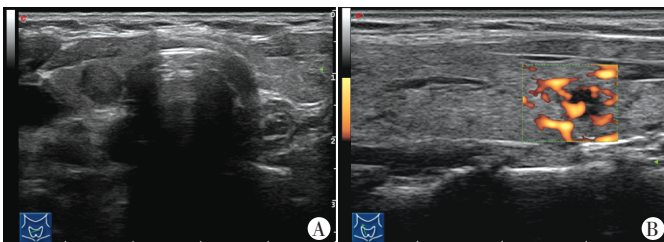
结节性甲状腺肿常规超声图(TI-RADS 4 类)
